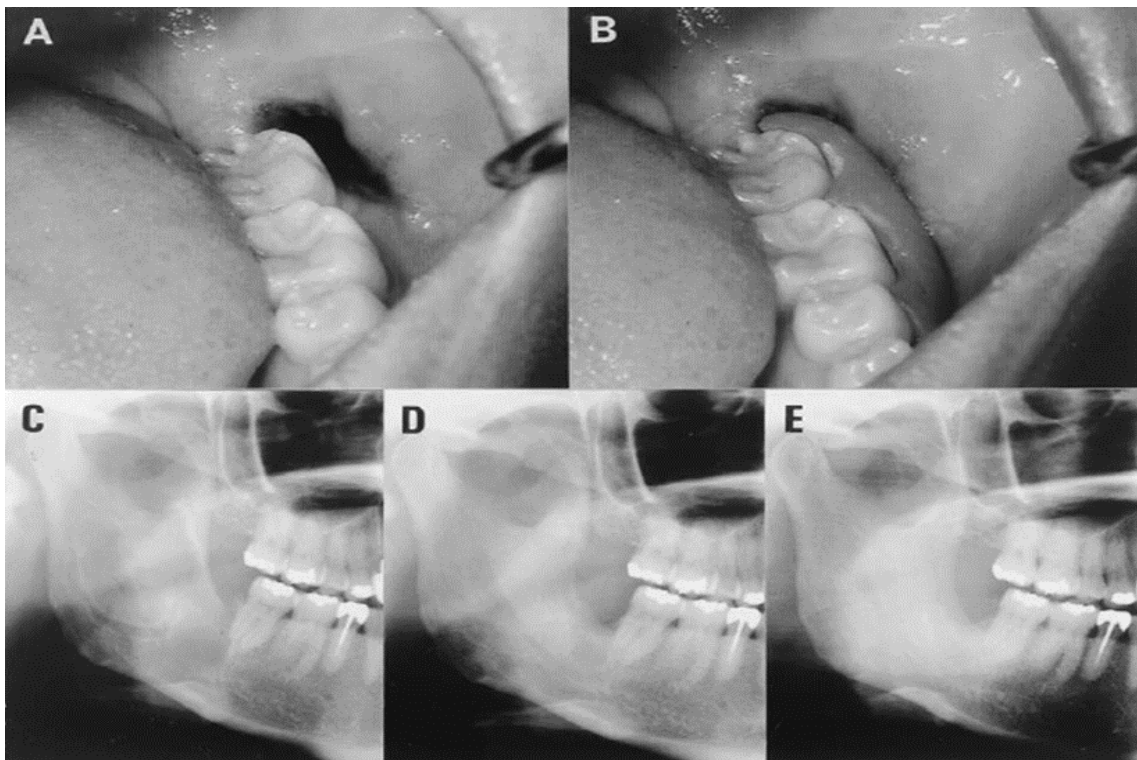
Exemplo de Marsupialização de um Queratoquisto na região posterior mandibular. A – a janela cirúrgica retromolar; B – obturador usado para manter a janela aberta; C – Ortopantomografia previamente à marsupialização; D – Ortopantomografia posteriormente à marsupialização; E – Ortopantomografia com o resultado pós-operatório depois da remoção cirúrgica, adaptado de Nakamura et al., 2002.
